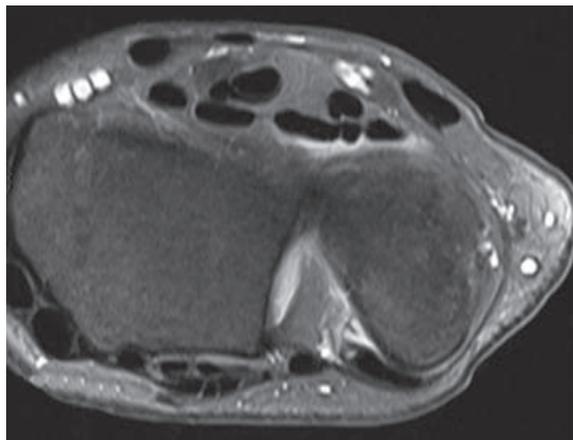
IRM coupe axiale T1 après injection intraveineuse de gadolinium. Subluxation du tendon extenseur ulnaire du carpe qui a quitté sa gouttière d'ailleurs peu creusée et chevauche la styloïde ulnaire.
